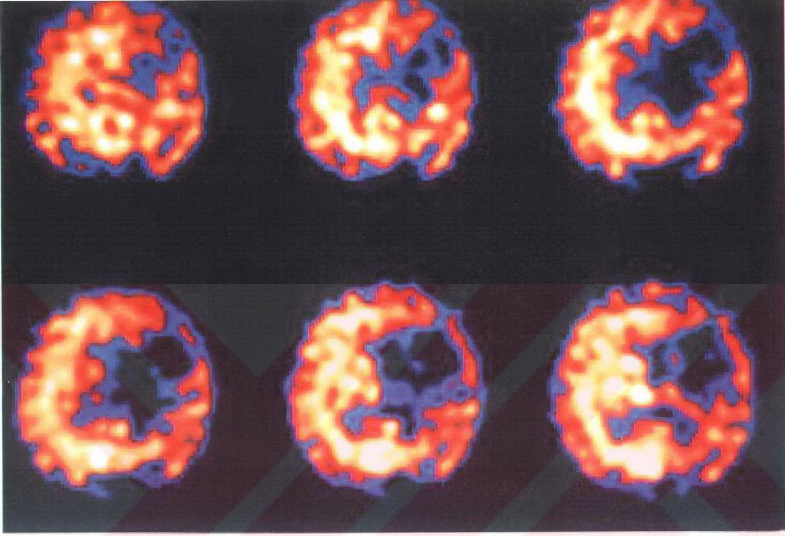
Olgu 22'nin SPECT görüntüsü
